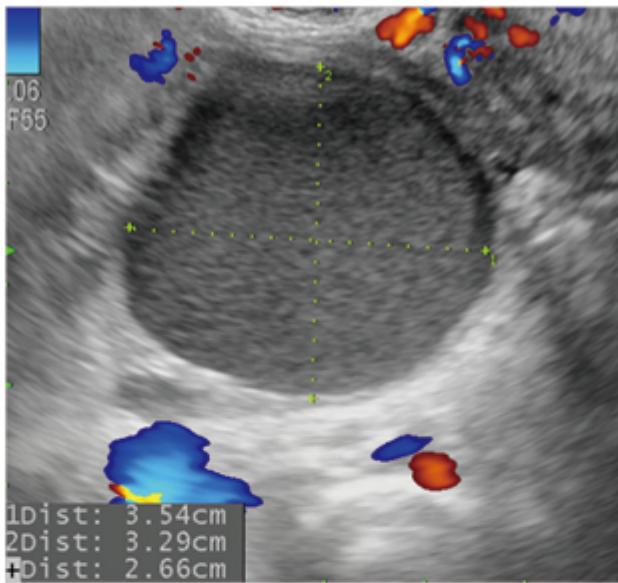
초음파 : 우측 난소에 3.5 cm 크기의 자궁내막종이 보인다.
